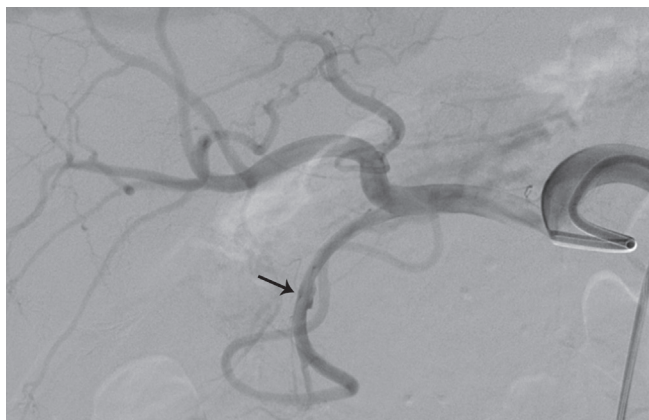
Прямая селективная целиакография (режим DSA): в средней трети гастродуоденальной артерии визуализируется фузиформная псевдоаневризма (стрелка)
